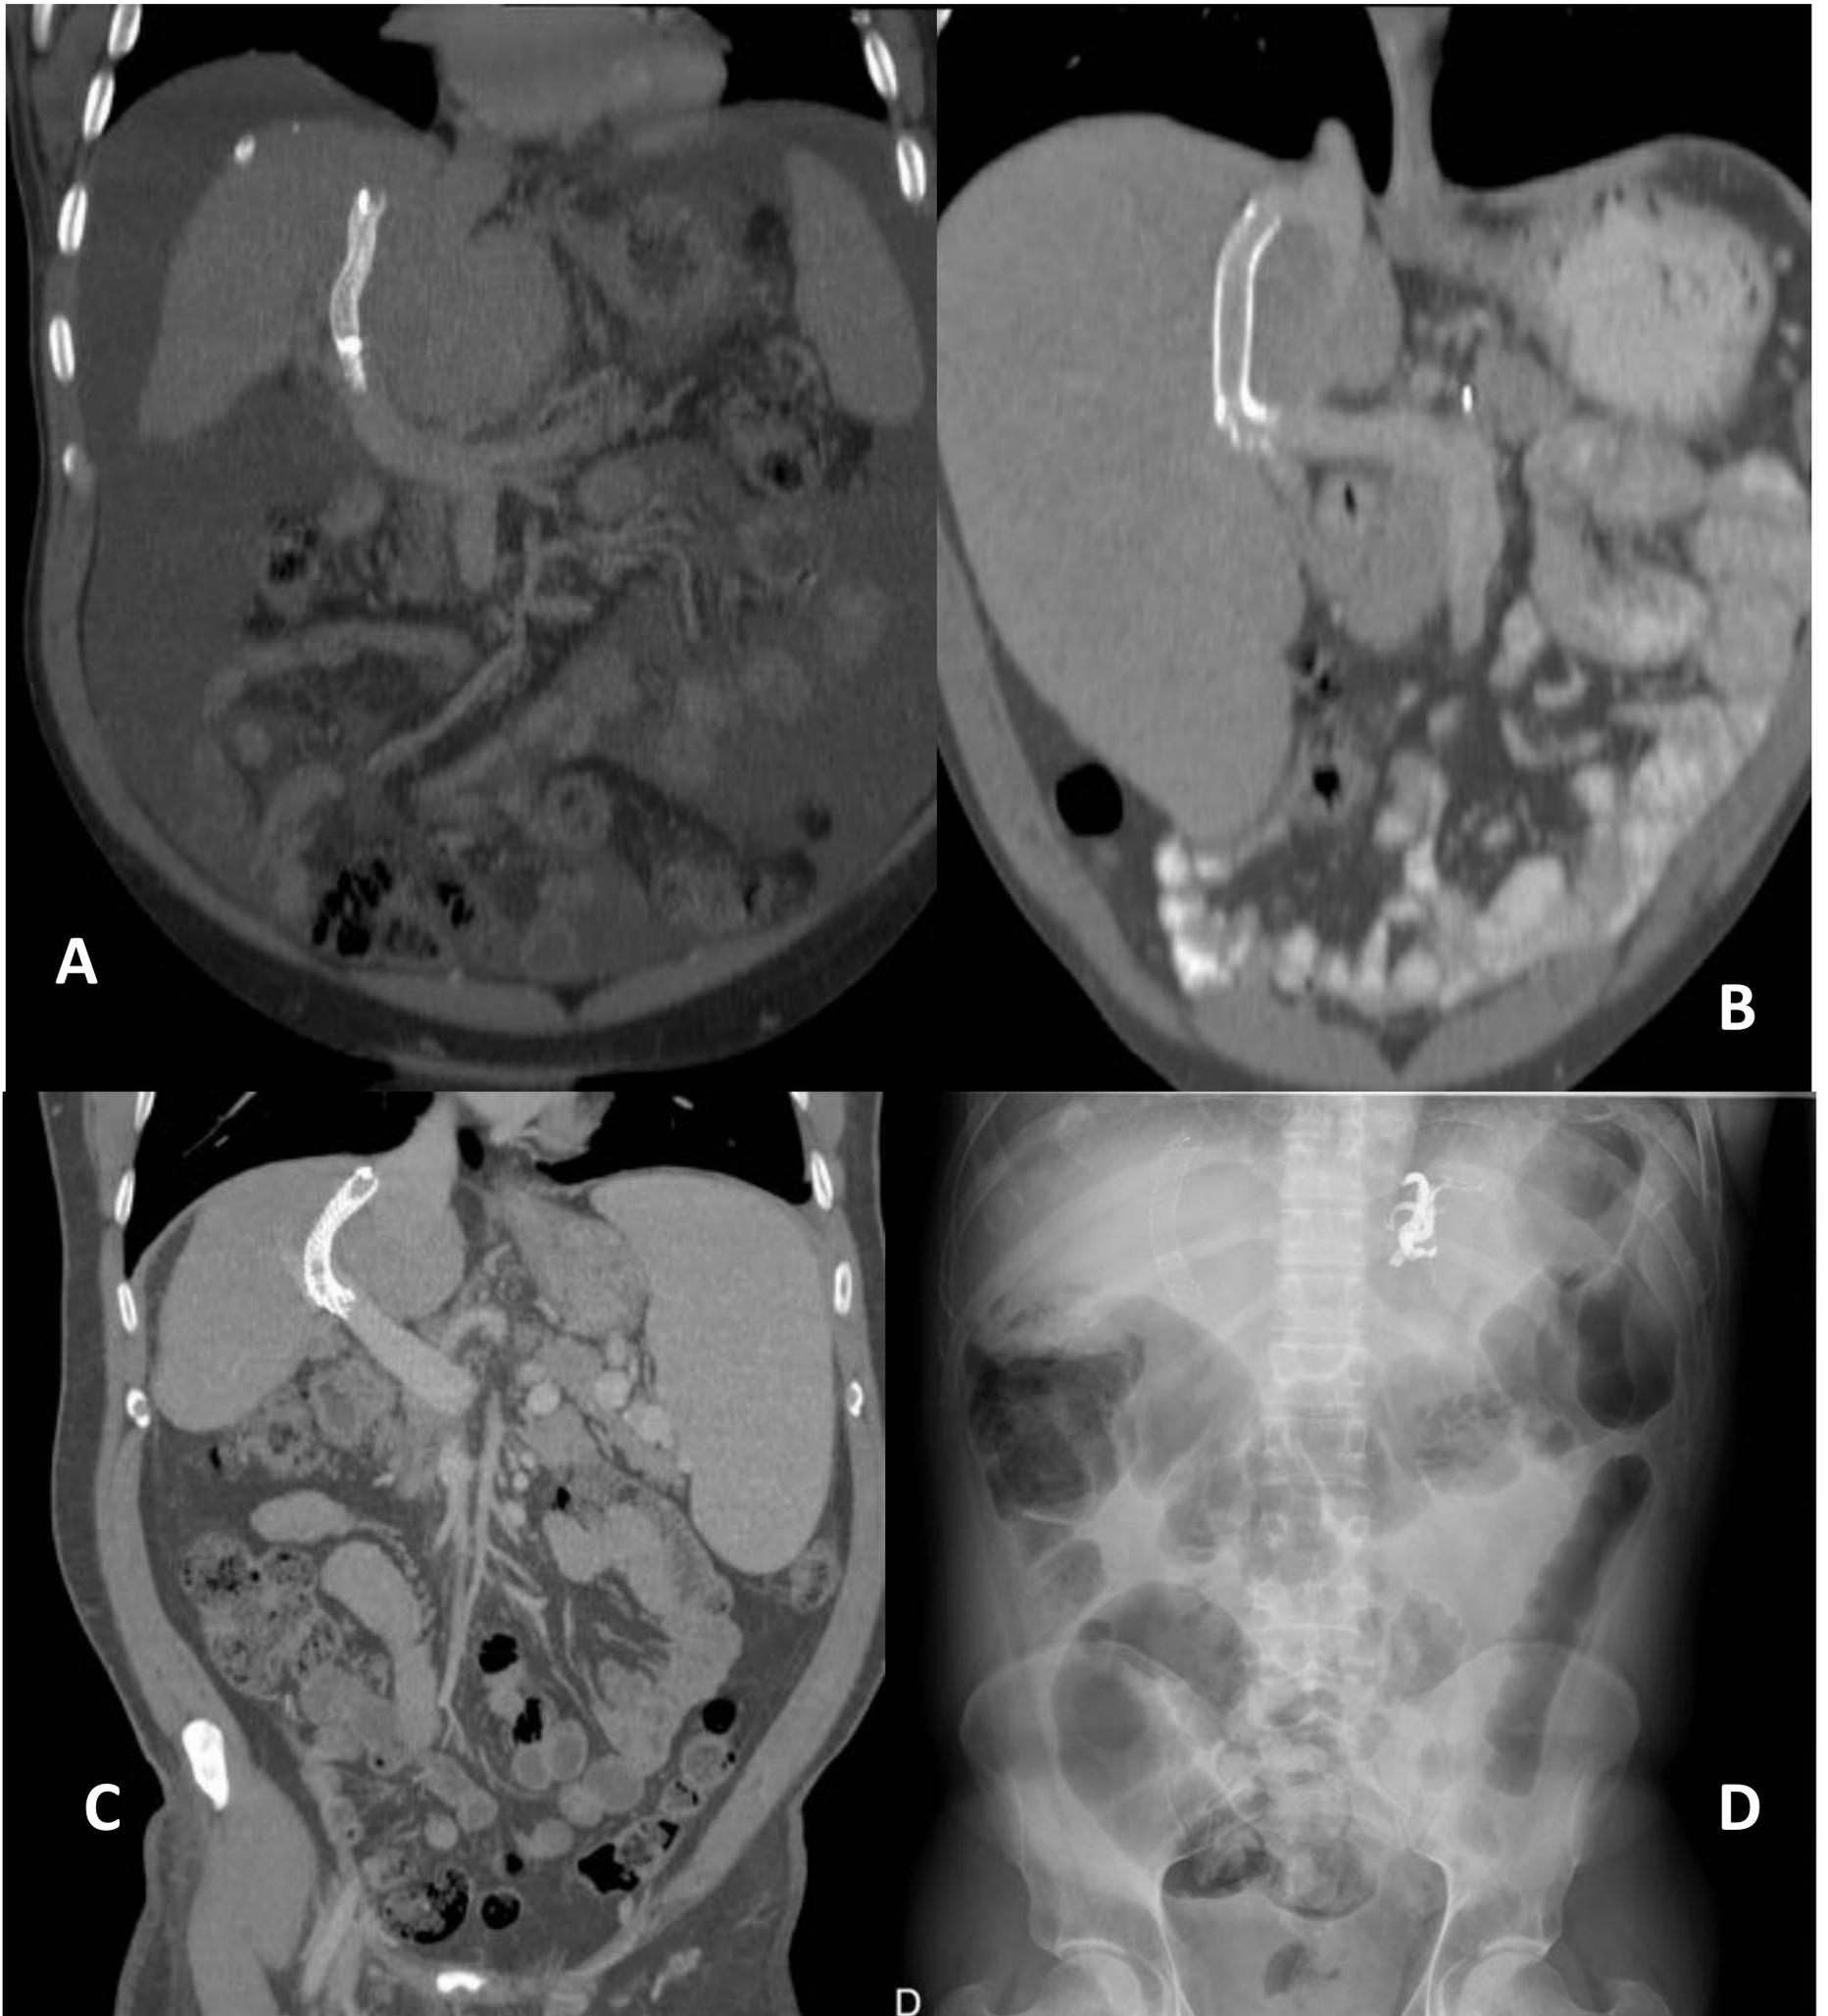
Cortes coronales de TC abdominal (a, b y c) y Rx abdominal en distintos pacientes que presentan TIPS, además de ascitis (a), hepatomegalia (b), esplenomegalia (c) y material de embolización en vasos esplénicos (d).
